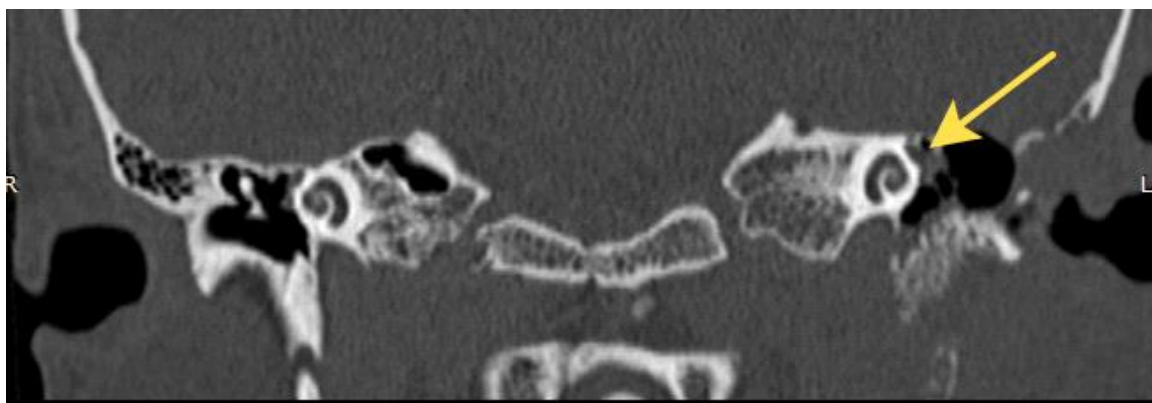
КТ височных костей в коронарной проекции. Разрушение костного канала лицевого нерва слева.
